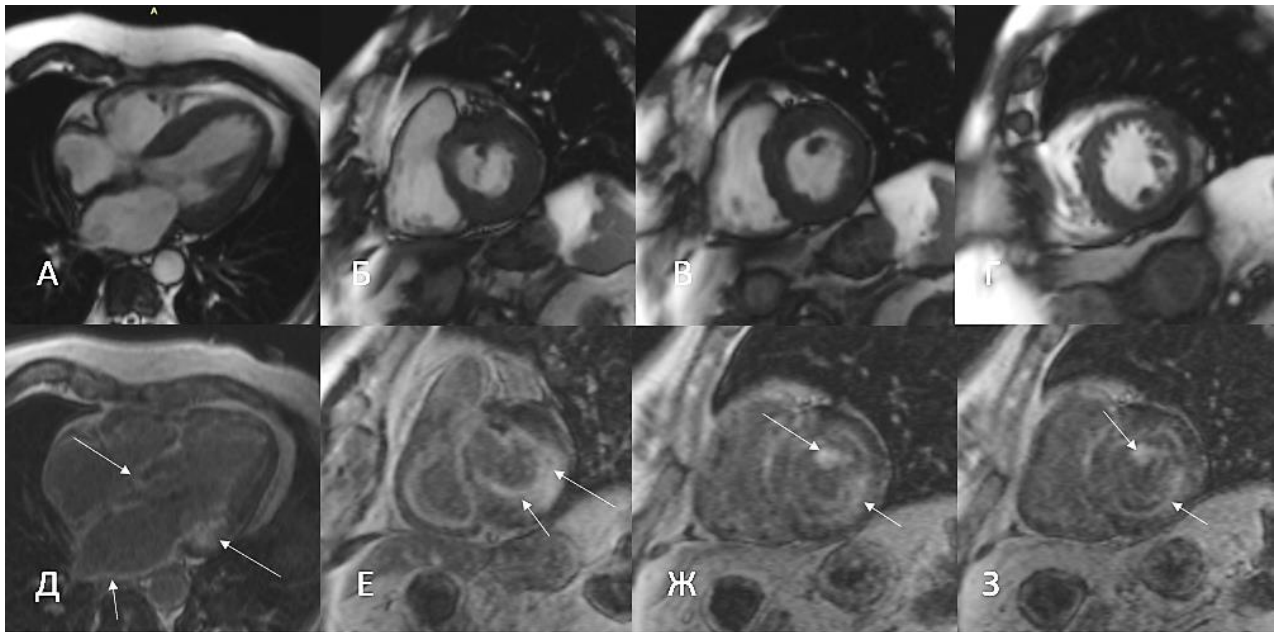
МРТ сердца у пациента А. А-Г кино-МРТ сердца: А – четырехкамерная проекция, Б-Г – короткая ось. Определяется гипертрофия МЖП, преимущественно в среднем сегменте и передних отделах базального сегмента (до 18 мм). Толщина миокарда ЛЖ в остальных отделах 10-12 мм.
